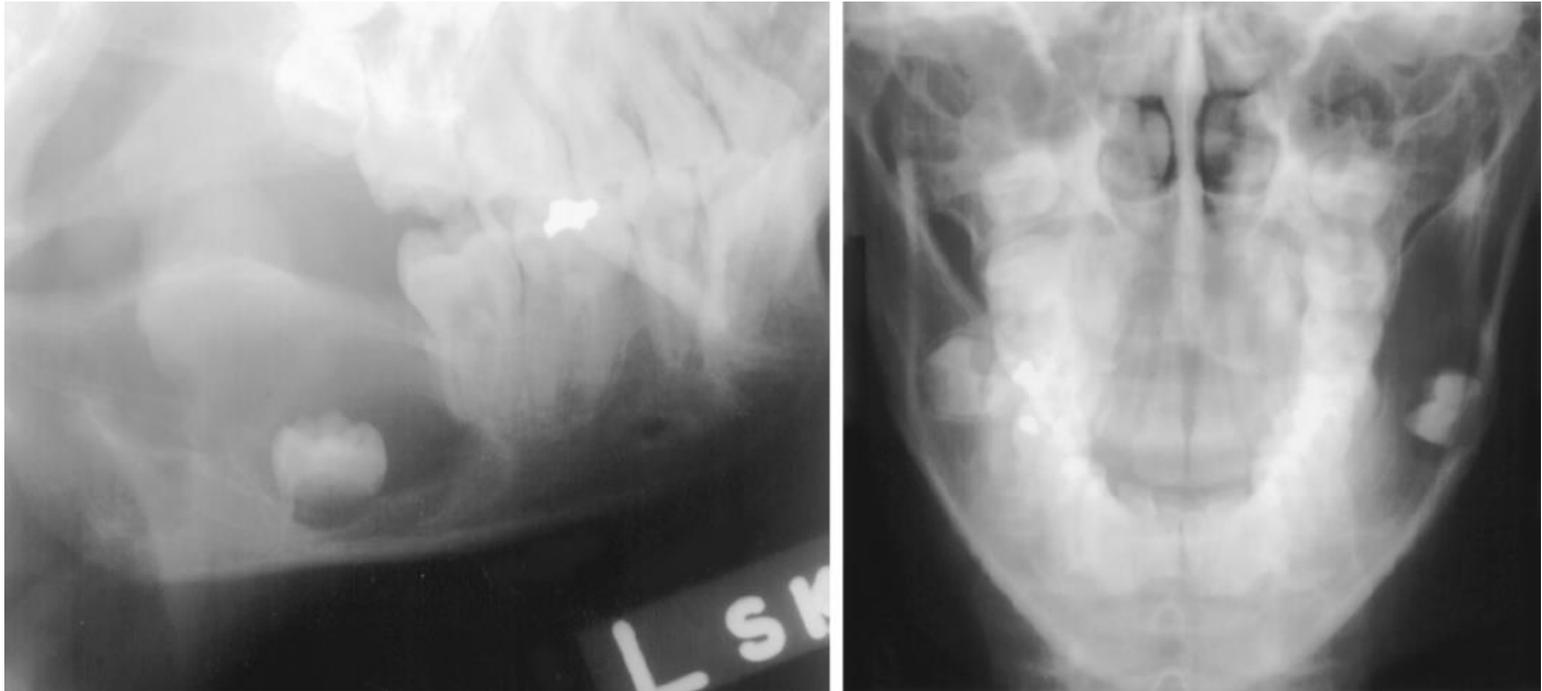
Одонтогенный кератоцист у 13-летнего мальчика. Случайность была замечена случайно на обычных рентгенограммы, полученные для планирования ортодонтического лечения. (а) боковая косая рентгенограмма показывает эллипсоид, расширенное, множественное, кортикальное, светящееся поражение, занимающее передние две трети левой ветви с пораженным третья молярная коронка смещена в пределах поражения. Нижнечелюстной канал, кажется, смещен также хуже. (б) На задней и задней рентгенограмме показано буккальное (боковое) смещение третьего моляра поражения. Пациент подвергся резекции по блокам. Дифференциальный диагноз включает в себя зубную кисту, одонтогенную кератоцист и амелобластома.
